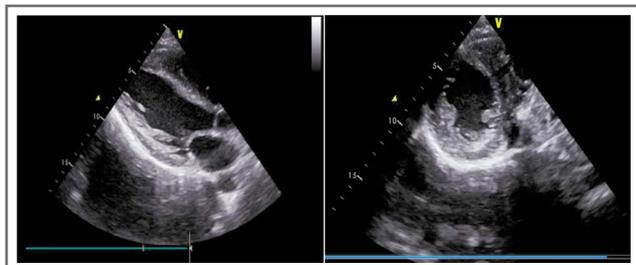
Трансторакальная эхокардиография больного Б.: гипертрофия стенки ЛЖ.
